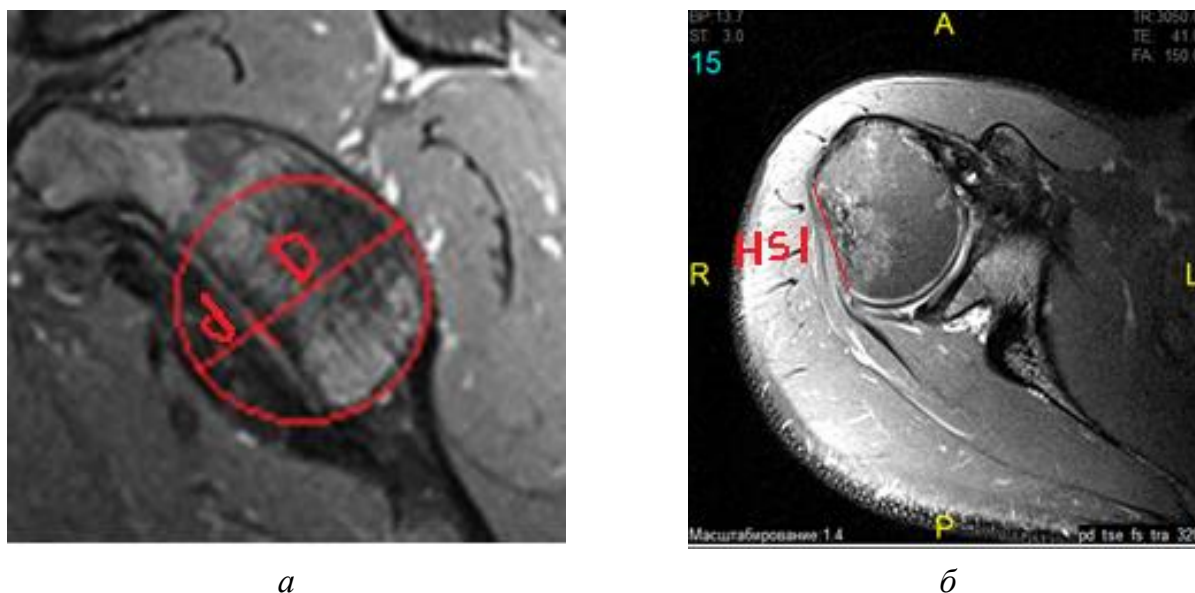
МРТ плечевого сустава при привычном вывихе плеча: *а* – сагиттальный скан, диаметр (D) окружности, совпадающей по контуру с нижним полюсом гленоида и ширина костного дефекта переднего отдела гленоида (d); *б* – аксиальный скан плечевого сустава, демонстрирующий интервал Hill–Sachs (HSI) в виде расстояния от медиальной части дефекта Hill–Sachs до места крепления манжеты ротатора
